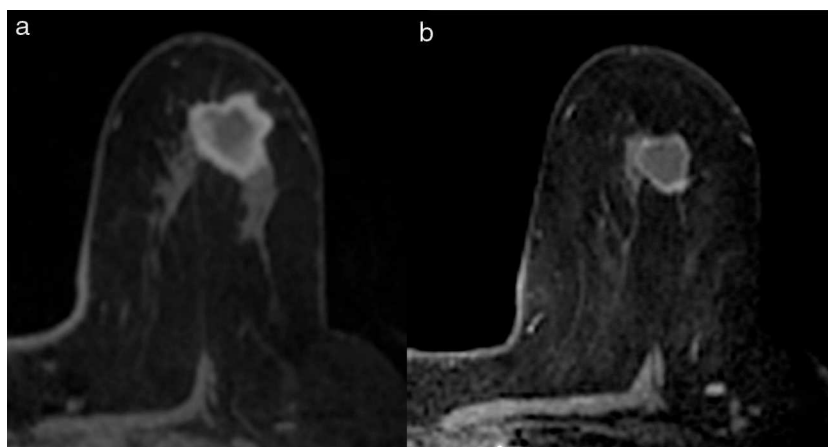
Respuesta radiológica parcial menor. a. RM pre-TPS. b. RM pos-TPS.
